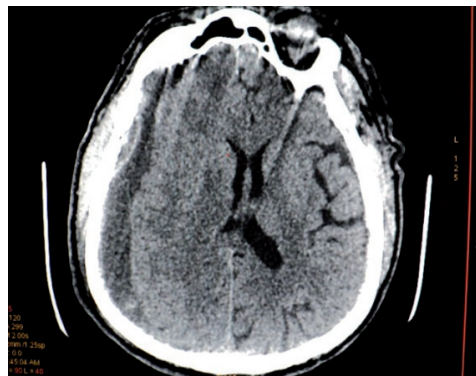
Пациент С., 65 лет. КТ- головного мозга на следующий день после операции.
